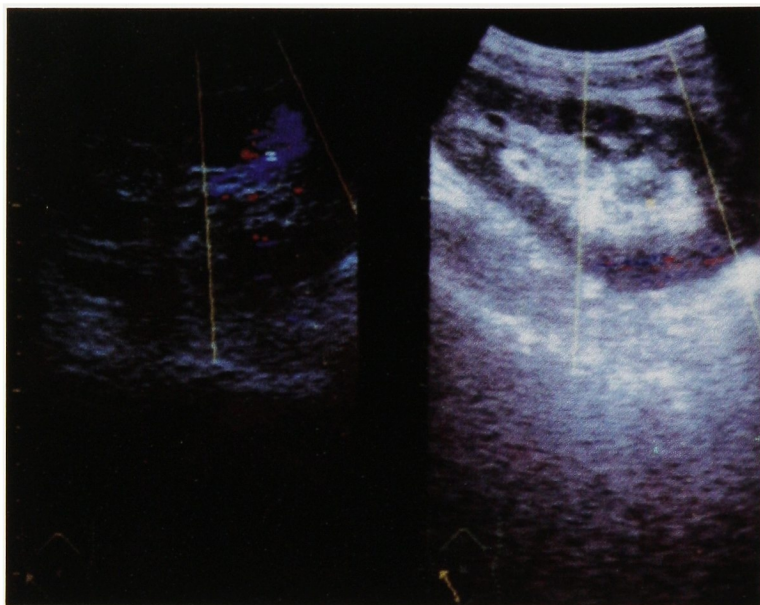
Color-coded ultrasonography demonstrated blue and red mosaic pattern (left). Mosaic pattern disappeared after embolization (right).
